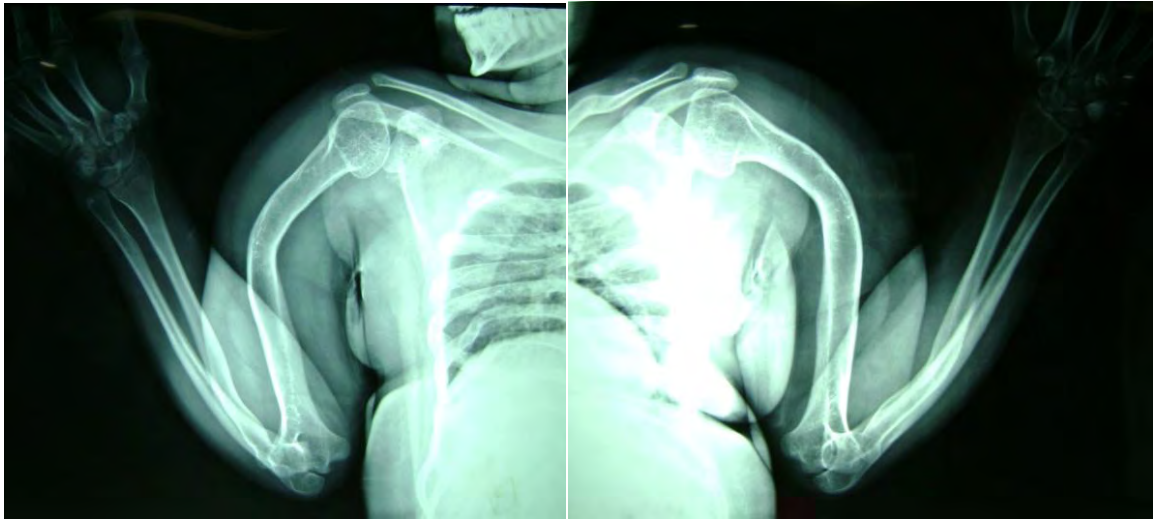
Radiografía de extremidades superiores de la paciente 16 con OI tipo IV donde se observa deformidad importante en ambos humeros.
